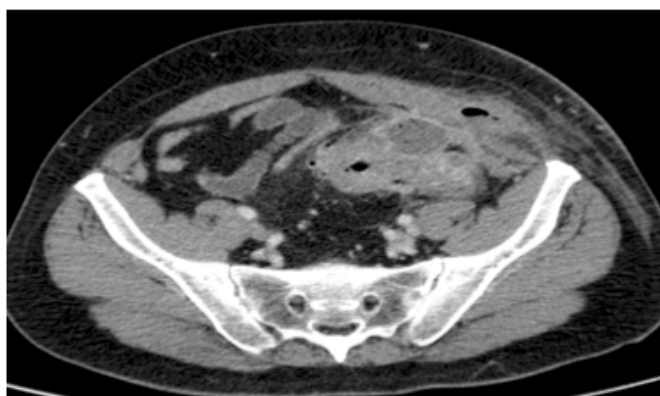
Diverticulitis aguda. TAC.
